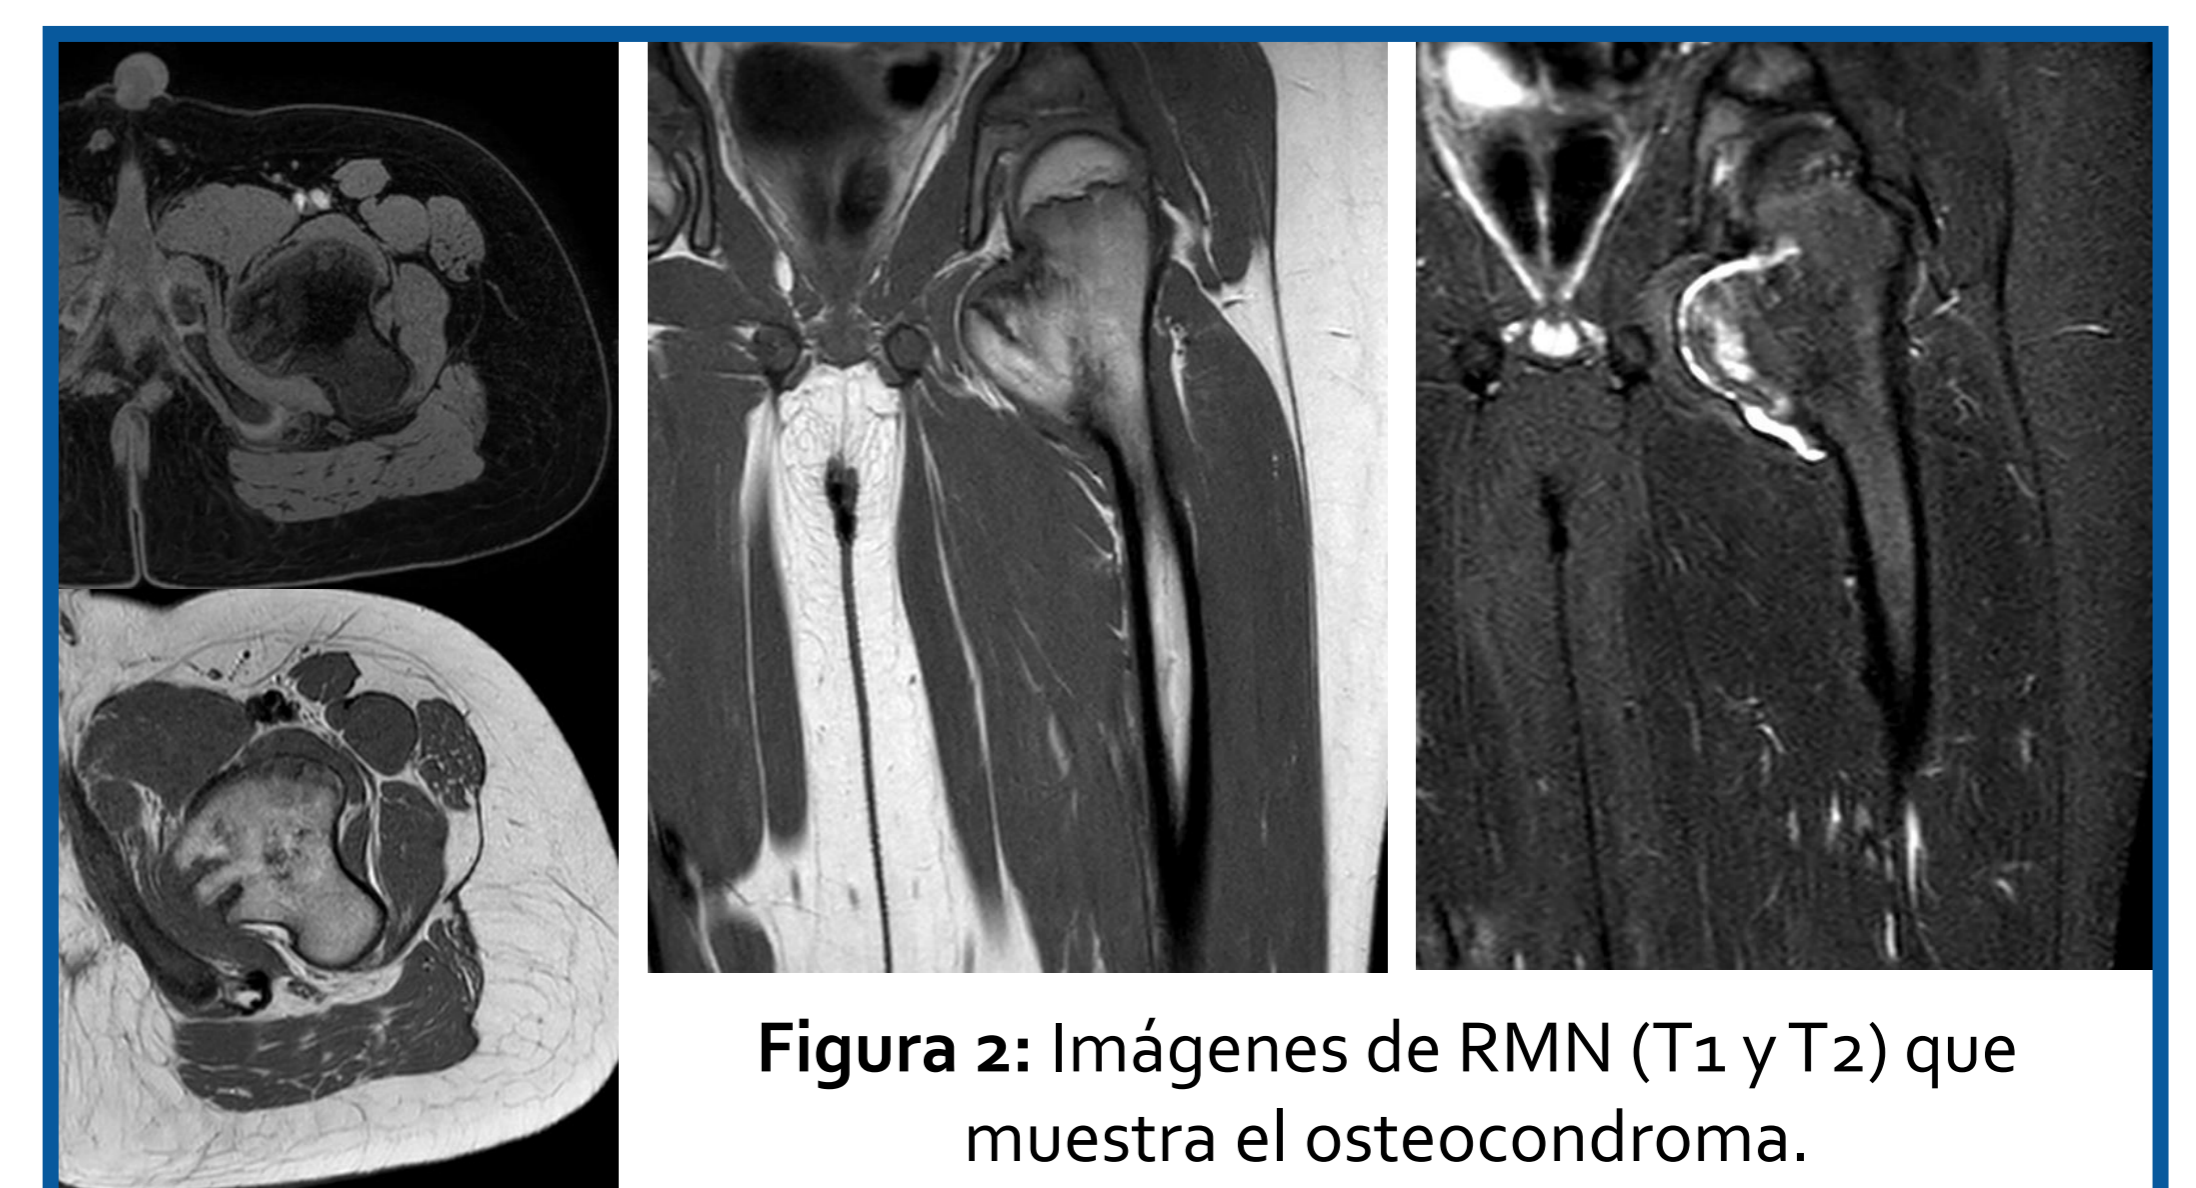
Imágenes de RMN (T1 y T2) que muestra el osteocondroma.
